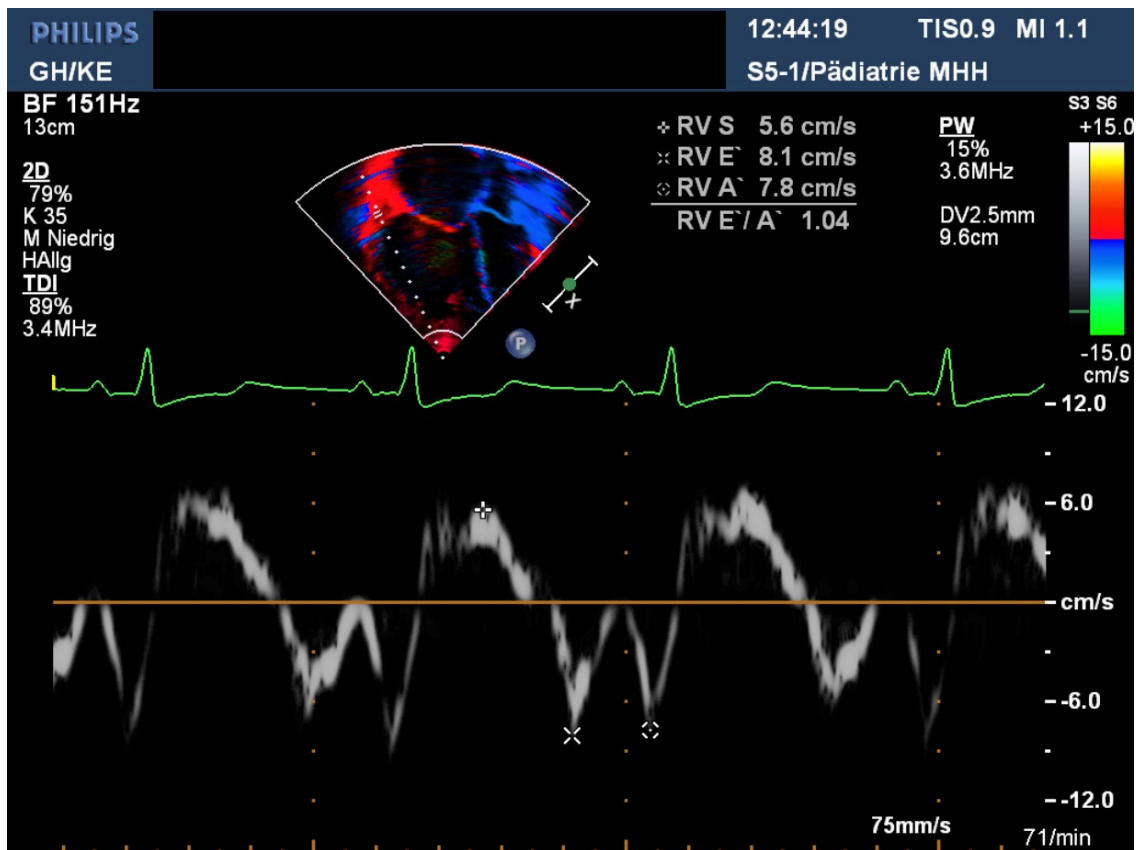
RV Tissue Doppler Velocities;; (Klinische Abteilung für pädiatrische Kardiologie-LKH Graz)
